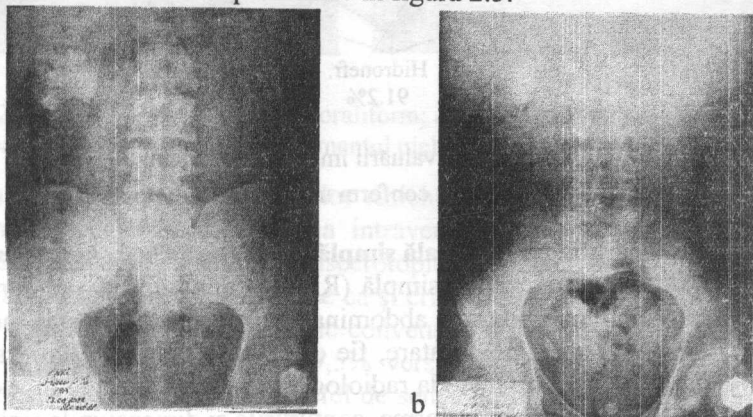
Radiografie renovezicală simplă: *a* – calcul coraliform pe dreapta; *b* – calcul renal și ureteral pe dreapta.
